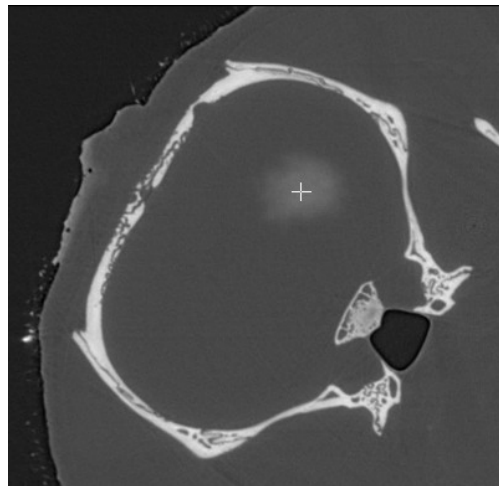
Image tomographique suite à une injection intracérébrale de 5 µl de NPo de 15 nm. La zone claire correspond à une prise de contraste plus importante des tissus contenant les NPo.
